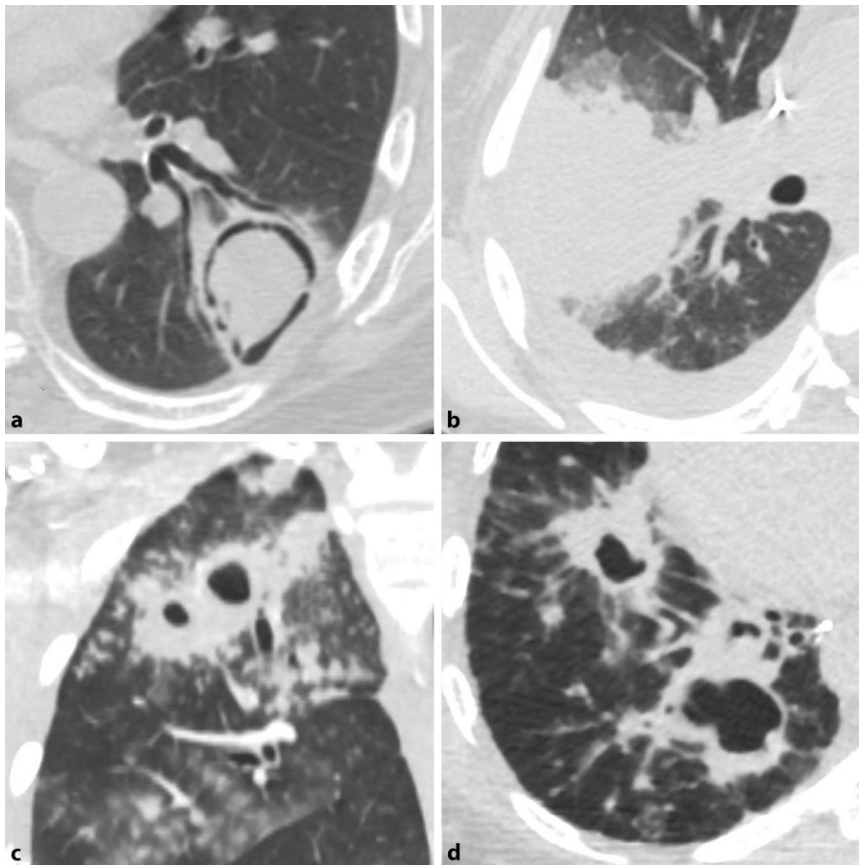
▲ Manche Erreger verursachen sehr charakteristische Veränderungen in der Bildgebung, sodass schon alleine anhand des Röntgenbildes oder der Computertomographie (CT) Rückschlüsse auf den zugrunde liegenden Keim gezogen werden können. Dazu gehören z. B. das Aspergillom mit dem typischen Pilzball in einer Höhlenbildung (a), die invasive Aspergillose mit herdförmigen Infiltraten mit umgebendem Milchglas und Luftsichelzeichen (b), die postprimäre Tuberkulose mit einem kavitierenden Infiltrat im Oberlappen (c) und die nichttuberkulöse Mykobakteriose mit herdförmigen Konsolidierungen, Kavitation, nodulären Veränderungen sowie Ausbildung von Bronchiektasen (d)
